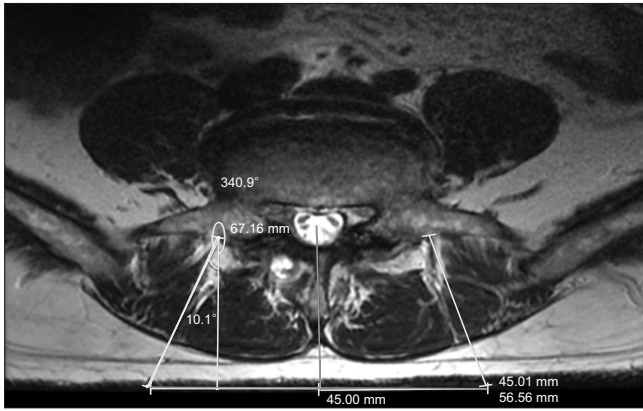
On a magnetic resonance imaging, the length (depth) and angle of the needle at each level are measured using the distance between the entrance point of needle insertion and the target point when interface between the transverse process and superior articular process is observed on the axial view.
